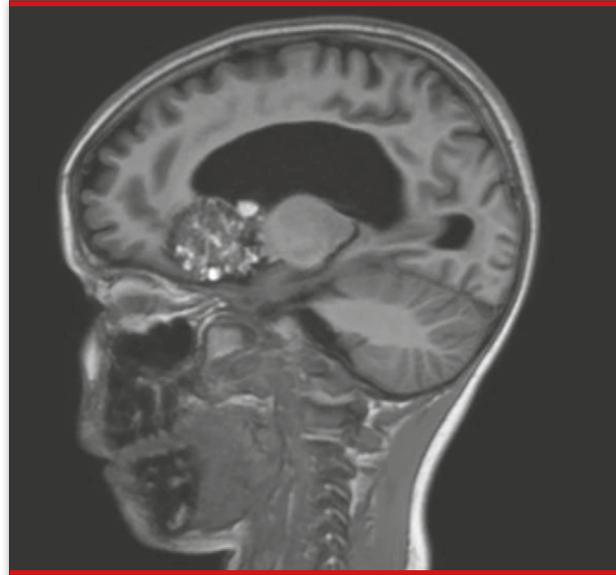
RM. LOE intraxial frontobasal.
